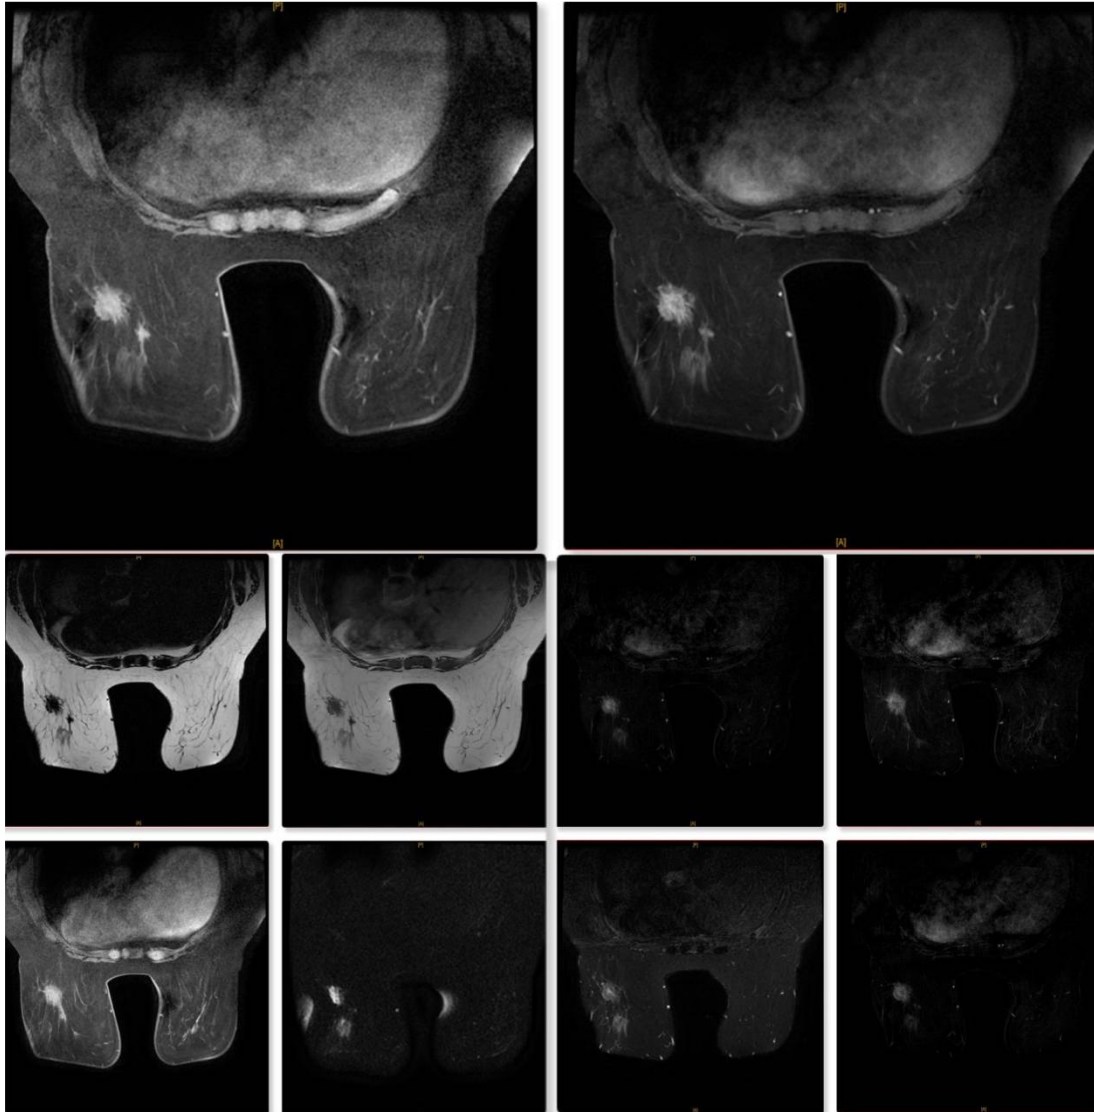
Coupes axiales d'une IRM réalisées chez une patiente présentant un carcinome infiltrant TNS multifocal
